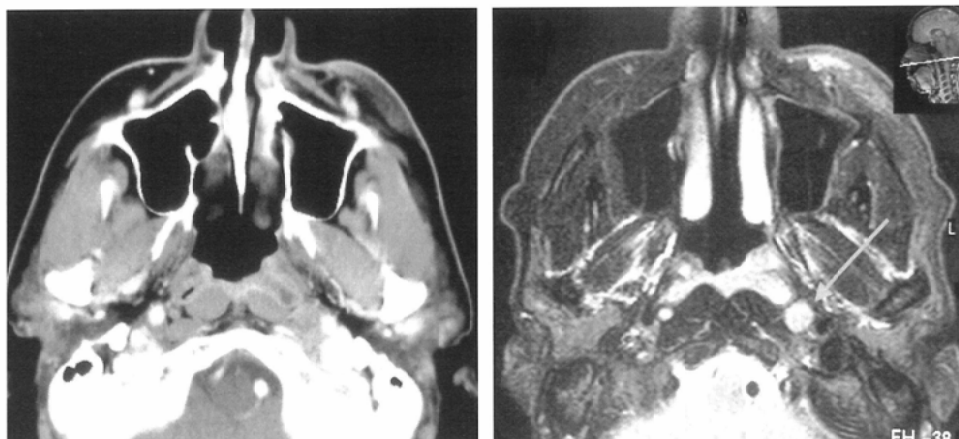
CT scan vs. MRI in retropharyngeal lymph node metastases
